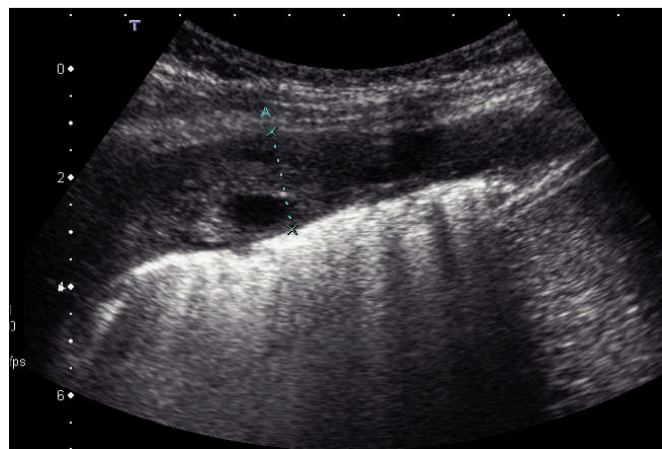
Ecografía torácica: paquipleuritis.
